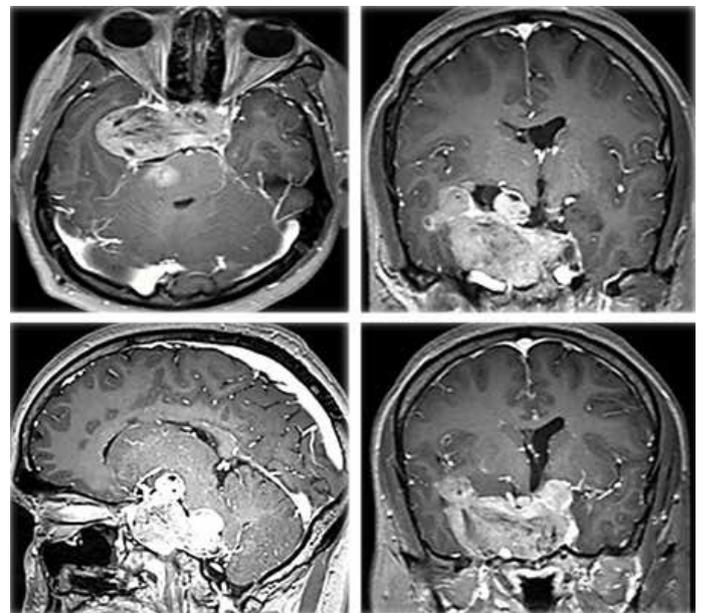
Imágenes preoperatorias de resonancia magnética nuclear contrastada en T1, donde se aprecia el crecimiento del craneofaringioma que ocupaba la región selar, supraselar y la fosa media derecha.
